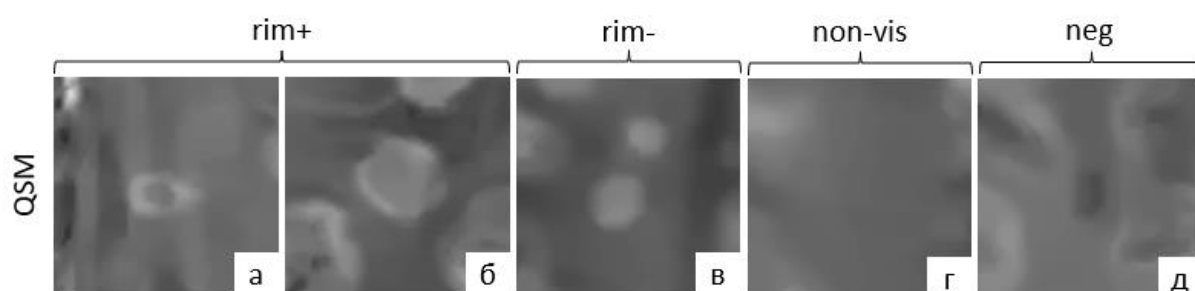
Паттерны визуализации очагов демиелинизации по данным QSM: а,б – гиперинтенсивные очаги типа rim+ с кольцевидным (по ободку) распределением железа, в – гиперинтенсивные очаги типа rim- с гомогенным распределением железа, г – очаги, не визуализируемые (изоинтенсивные) на карте QSM (non-visible) по сравнению с T2 FLAIR, д – гипоинтенсивные очаги (negative).
